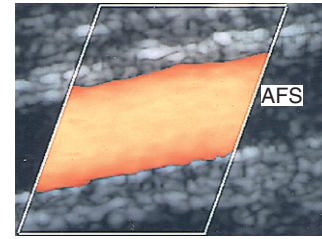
Das Farbdopplerbild zeigt hohe Flussgeschwindigkeiten (gelb) in der Mitte einer normalen A. femoralis superficialis (AFS); in Gefäßwandnähe sind niedrigere Geschwindigkeiten (rot) beobachtbar.
